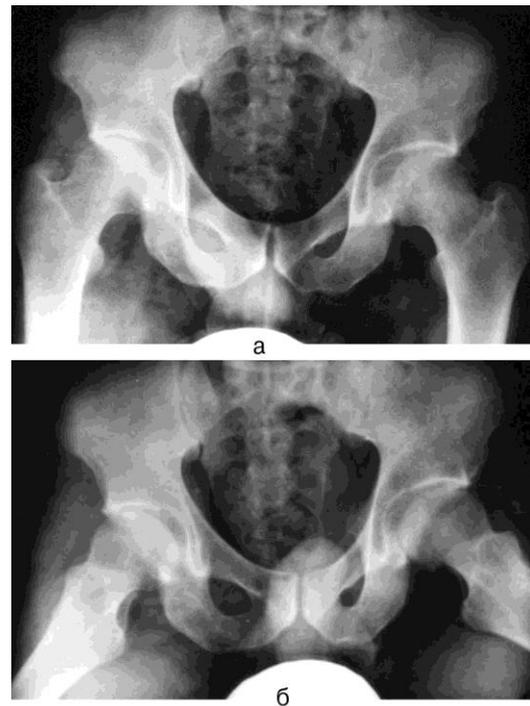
Рентгенограммы больного П., 38 лет, при обращении в поликлинику центра: а – в переднезадней проекции тазобедренных суставов слева определяется едва заметное расширение суставной щели и регионарный остеопороз области тазобедренного сустава; б – в проекции Лауэнштейна в месте контакта наружного края вертлужной впадины в головке определяется более выраженный остеопороз в виде субэпифизарной зоны просветления.
